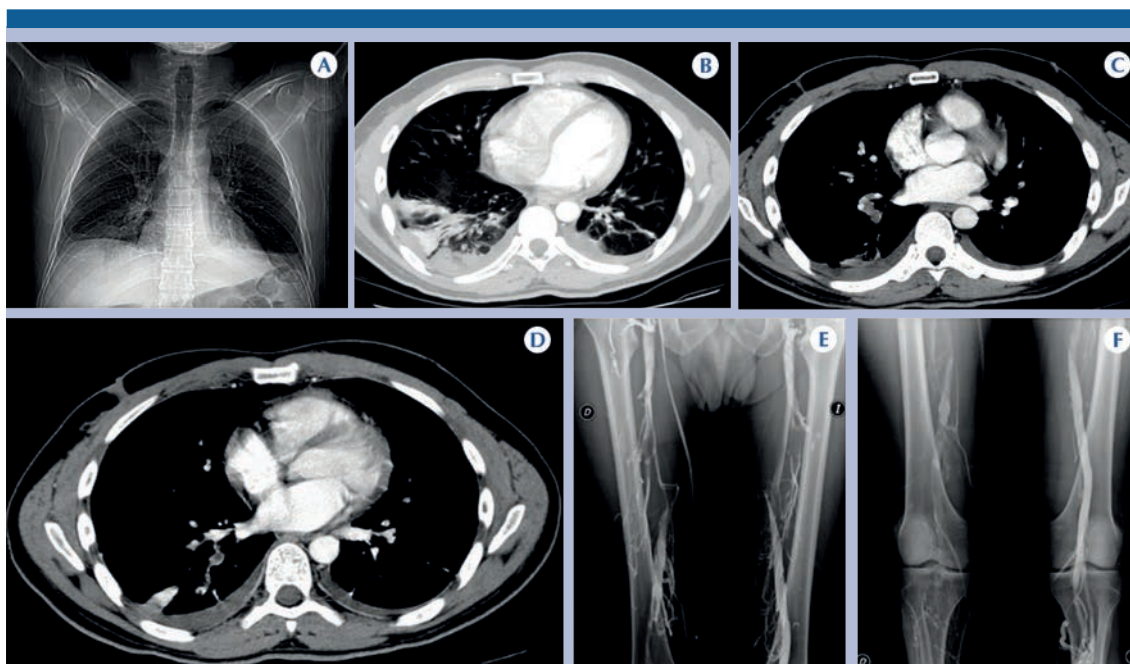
Hombre de 39 años, telerradiografía de tórax. A) Derrame pleural bilateral y foco neumónico basal bilateral que motivó estudio de angiotomografía pulmonar, selección de imágenes axiales (A-D) que permiten la identificación *incidental* de tromboembolia pulmonar aguda segmentaria derecha y área de infarto pulmonar. Posterior a ello el médico tratante solicitó flebograpía bilateral (E-F) con extensa trombosis del MID desde vena poplítea, vena femoral superficial y profunda derechas.
